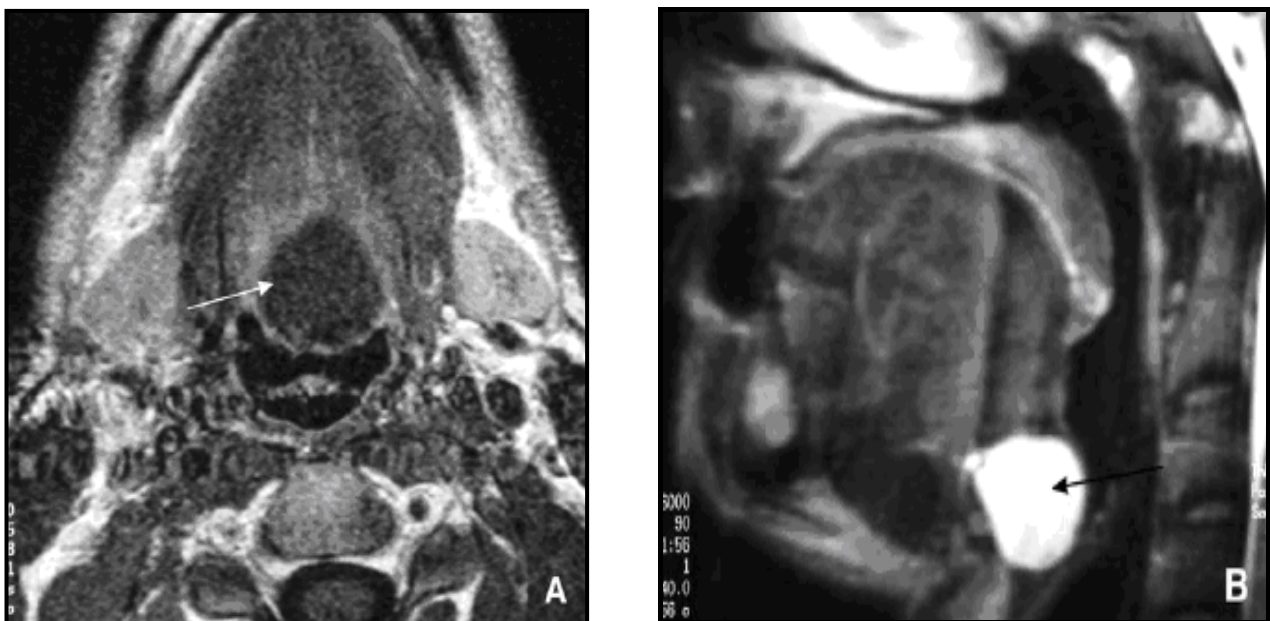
A. Coupe axiale d'IRM en séquence pondérée T1 de la région basilinguale montrant une image ronde en hypo-signal (flèche)
